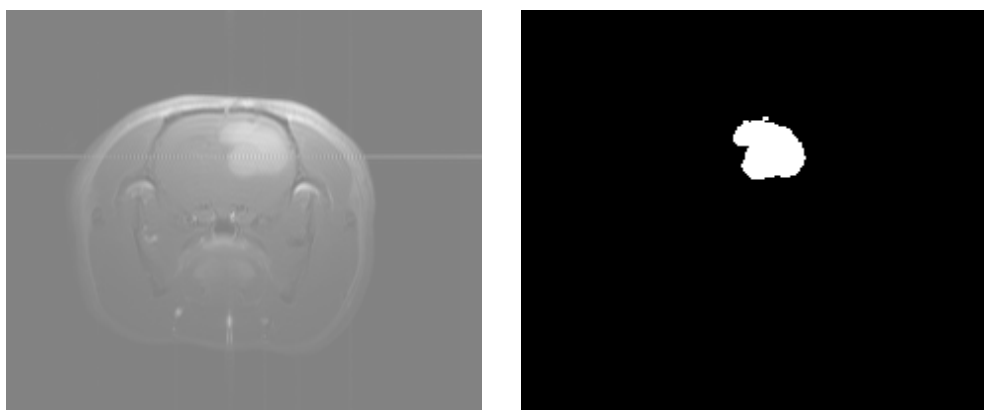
Exemple d'une image IRM (a gauche) et de sa région d'intérêt sélectionnée automatiquement
